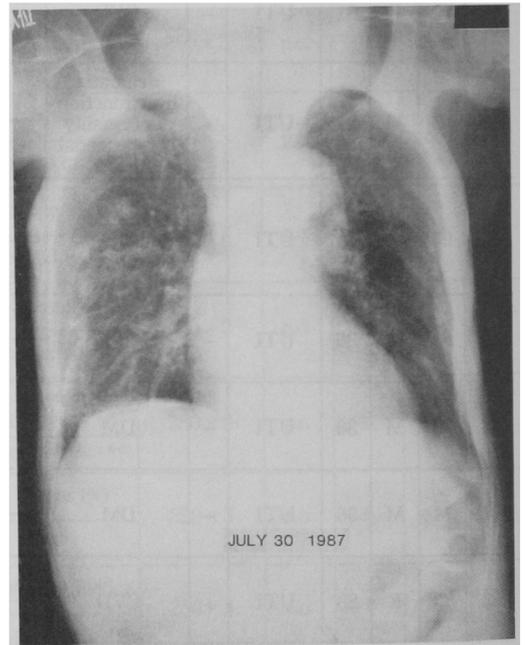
Roentgenogram of Case 2 (after treatment). Chest X-ray taken on July 30 shows a clearing of the shadows.
